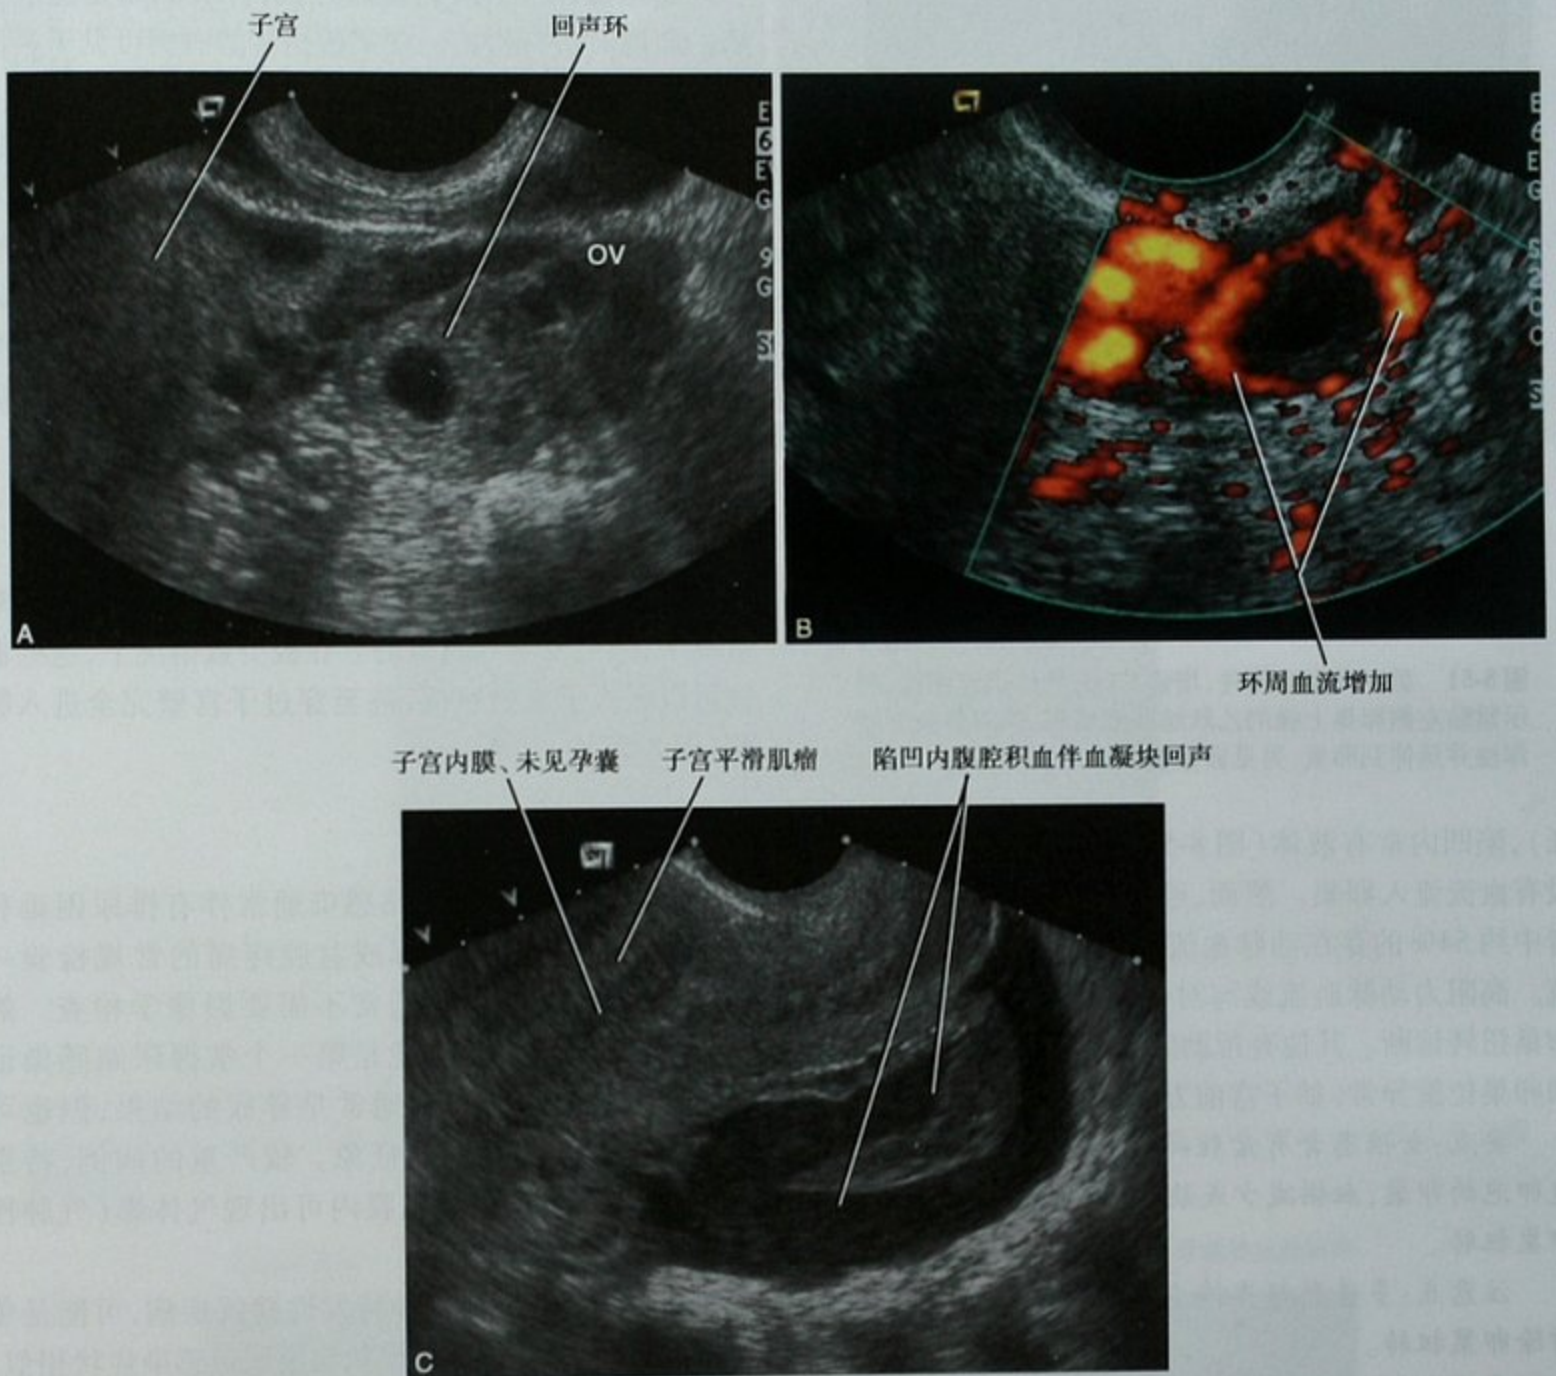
异位妊娠超声, A. 阴道超声左侧附件横断位图像, 显示左侧卵巢 (OV) 和子宫间高回声环; B. 附件环能量多普勒超声图像, 显示外周高血流, 中心无血流; C. 同一患者中线矢状位图像显示陷凹内腹腔积血, 子宫内膜带 (EMS) 被平滑肌瘤推移, 宫腔内未见孕囊
